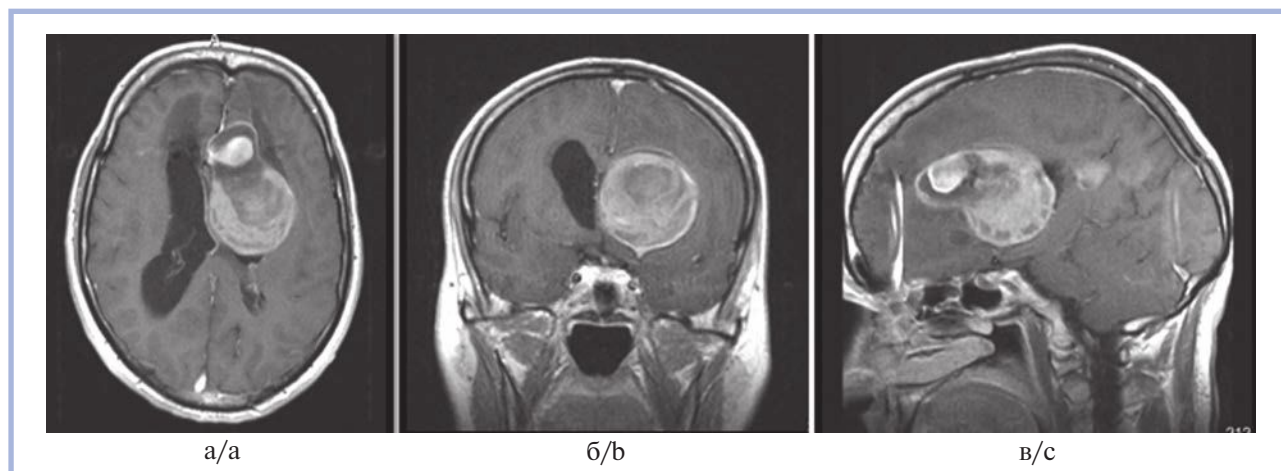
МРТ головного мозга до оперативного вмешательства.
